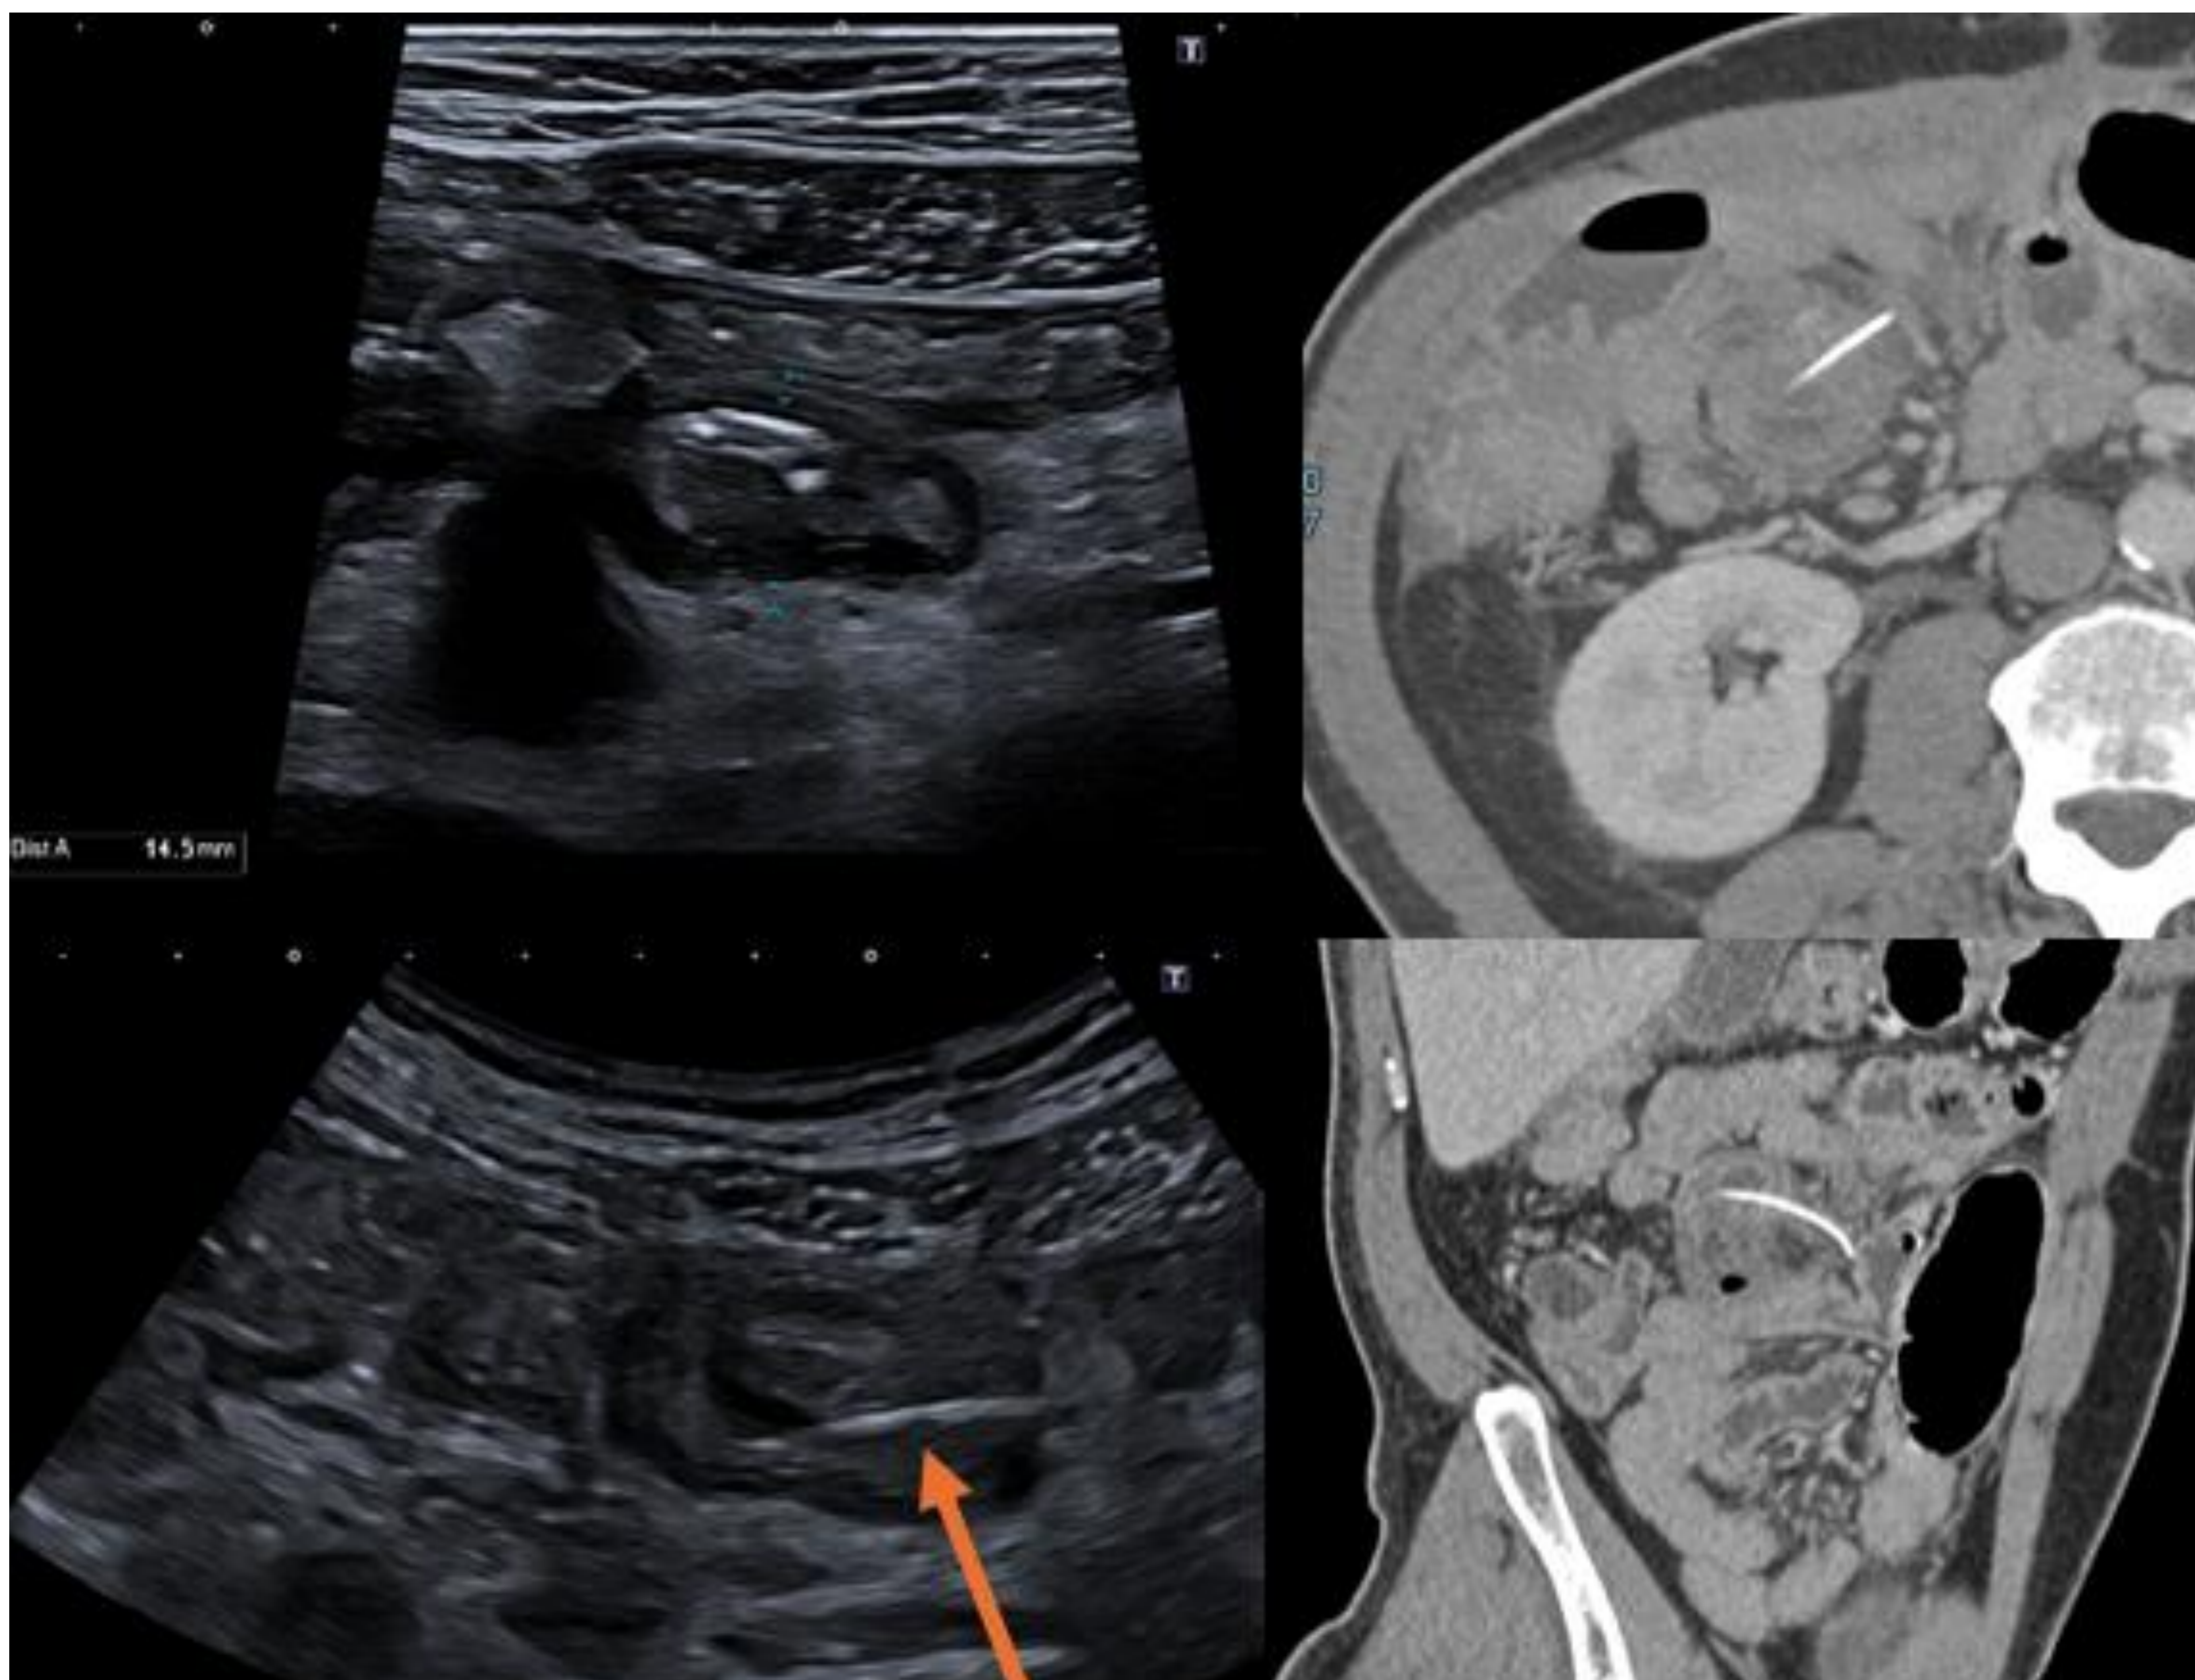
Ecografía de la FID: Imagen hiperecogénica lineal (flecha) que parece atravesar la pared del íleon terminal, el cual se encuentra aperistáltico, con engrosamiento parietal y con cambios inflamatorios en la grasa adyacente, sugestivo de cuerpo extraño intraluminal. Corte axial y sagital de TC con contraste IV: en asa de íleon en flanco derecho se identifica imagen hiperdensa lineal que atraviesa la pared, con engrosamiento hipodenso edematoso del asa de íleon. No se observa neumoperitoneo. Hallazgos en relación con perforación de asa de íleon por cuerpo extraño. Se confirma en cirugía, perforación por espina de pescado.
